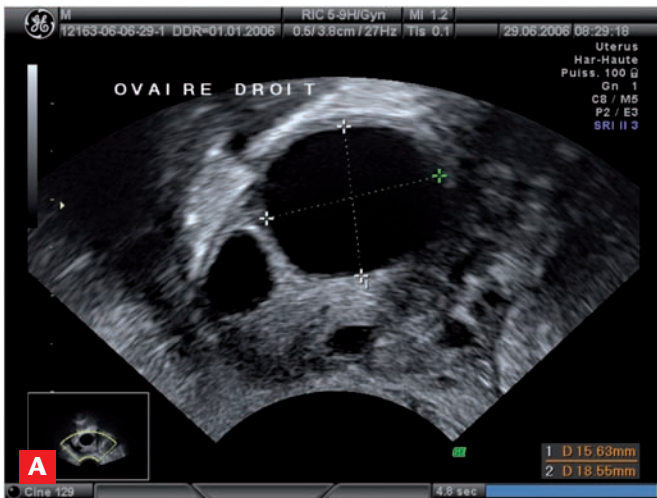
Monitoring échographique de la croissance folliculaire: dans le cadre d'une stimulation simple (fig a: développement monofolliculaire et fig b: bifolliculaire) ou avant FIV (fig c: développement multifolliculaire) et mesure de l'endomètre en fin de phase folliculaire (fig d).
